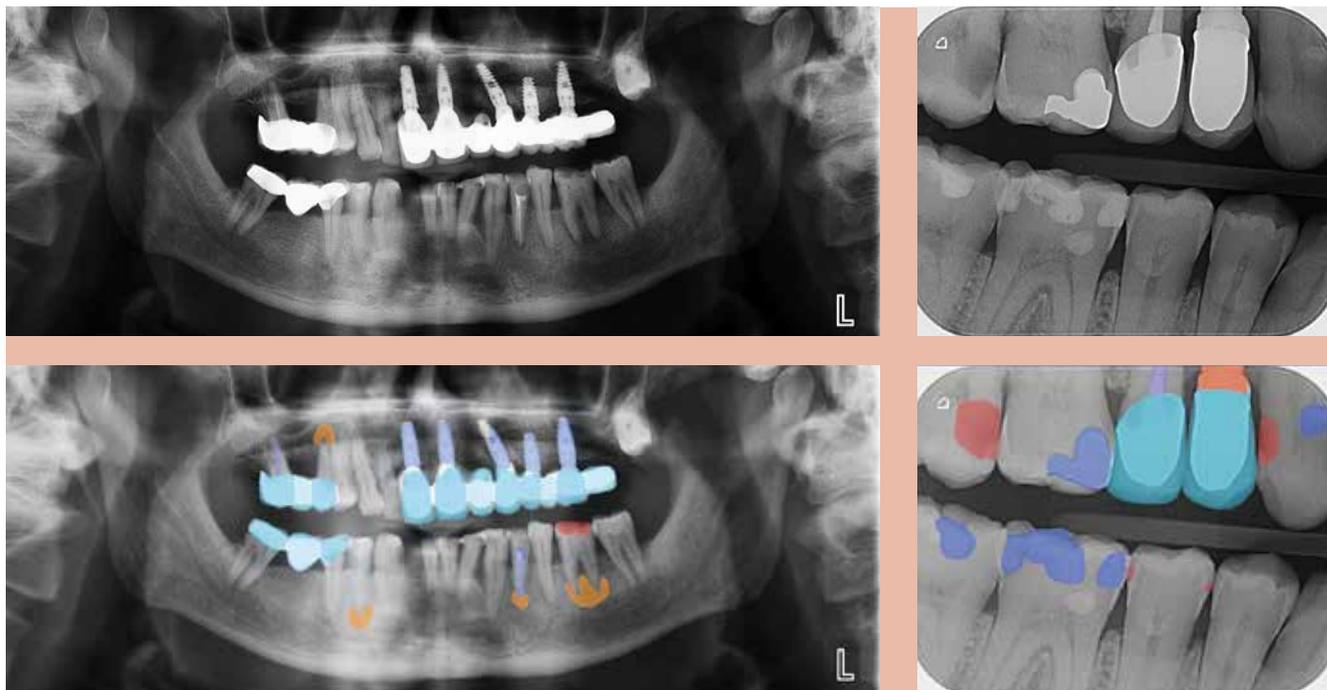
Der Vergleich von nativem Röntgenbild (am Beispiel von OPG und Bissflügelaufnahme verschiedener Patienten) und dem Bild mit eingeblendeten Detektionen zeigt die Gründlichkeit der KI-Befundung. Die befundeten apikalen Läsionen sind orangefarben markiert, die Karies rot. Bestehende Versorgungen sind blau und türkis hervorgehoben. Die Zahnsituation ist so für den Patienten im Gespräch gut nachvollziehbar und auch in der Nachbereitung zuhause immer wieder gut zu erkennen. © dentalXrai
